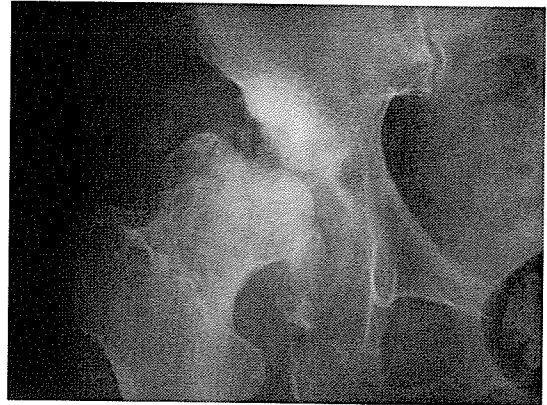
発症後一年半のレントゲン。骨頭、臼蓋ともにMRIで異常所見を呈した部分を中心に、著大な破壊を認める。骨頭はさらに外方へ脱臼している。
